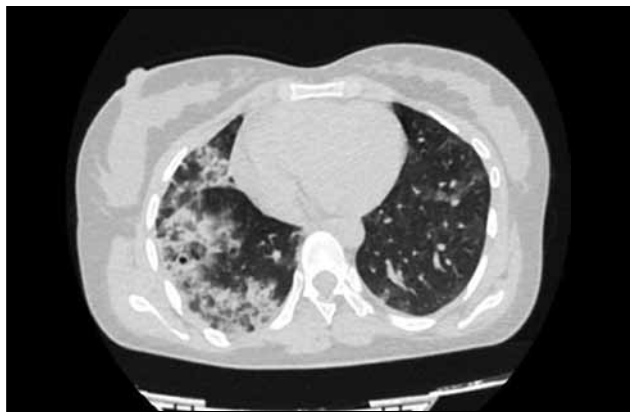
Преимущественно правостороннее поражение, подтвержденное по данным МСКТ
